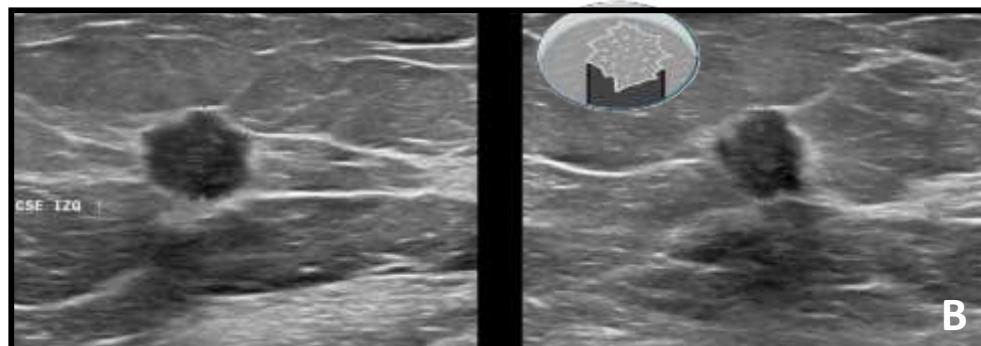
A) Mamografía de cribado con tomosíntesis: Nódulo irregular de nueva aparición en el cuadrante superior externo de la mama izquierda con ausencia de calcificaciones. B) En la ecografía se confirmó la presencia de un nódulo con morfología irregular, márgenes espiculados y sombra acústica posterior, sospechoso de malignidad; se realizó una biopsia con aguja gruesa. C) Resonancia magnética mamaria: realce en forma de masa con márgenes irregulares, captación temprana y difusión restringida con bajos niveles del coeficiente de difusión aparente (ADC). D) TC abdominopélvica con contraste intravenoso: Lesión hipercaptante en la pared distal del íleon compatible con un tumor neuroendocrino con metástasis en mama, posteriormente confirmado en estudio AP.
